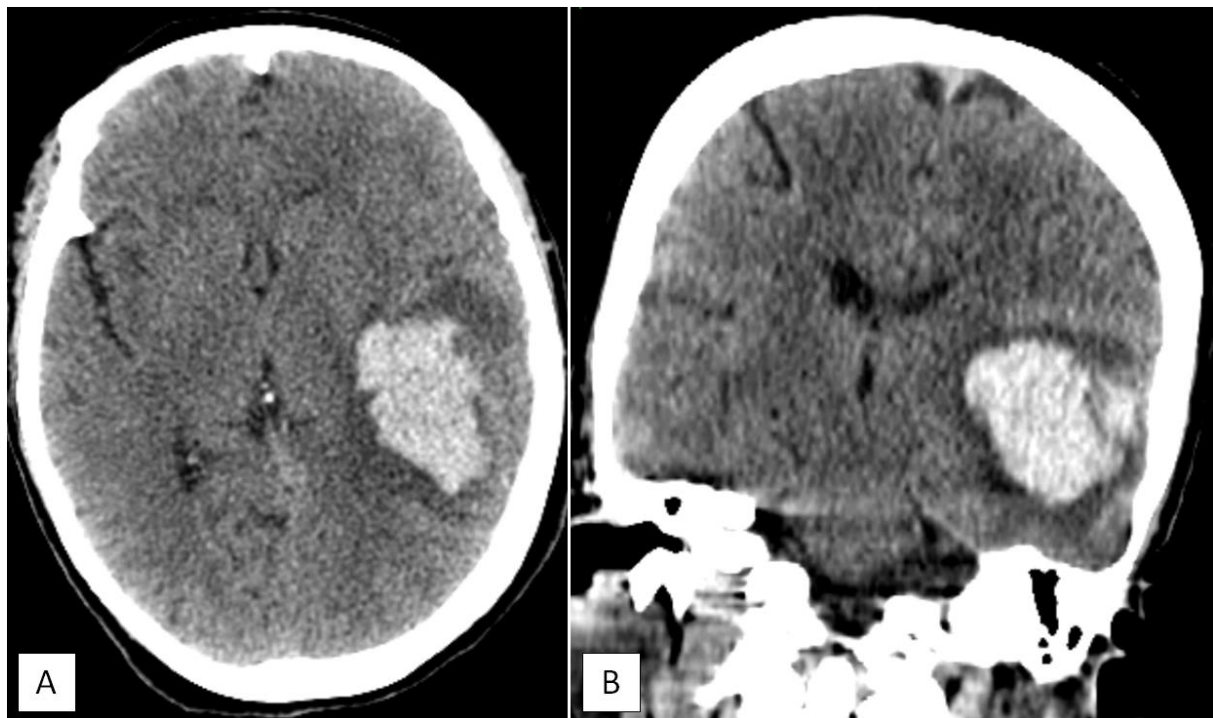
La TDM cérébrale sans injection (coupe axiale : A, coupe coronale : B) objective la présence d'une hyperdensité spontanée pariéto-temporale gauche entourée par une hypodensité périphérique correspondant à l'œdème périlésionnel et exerçant un effet de masse sur le VL homolatéral avec déviation de la ligne médiane.
